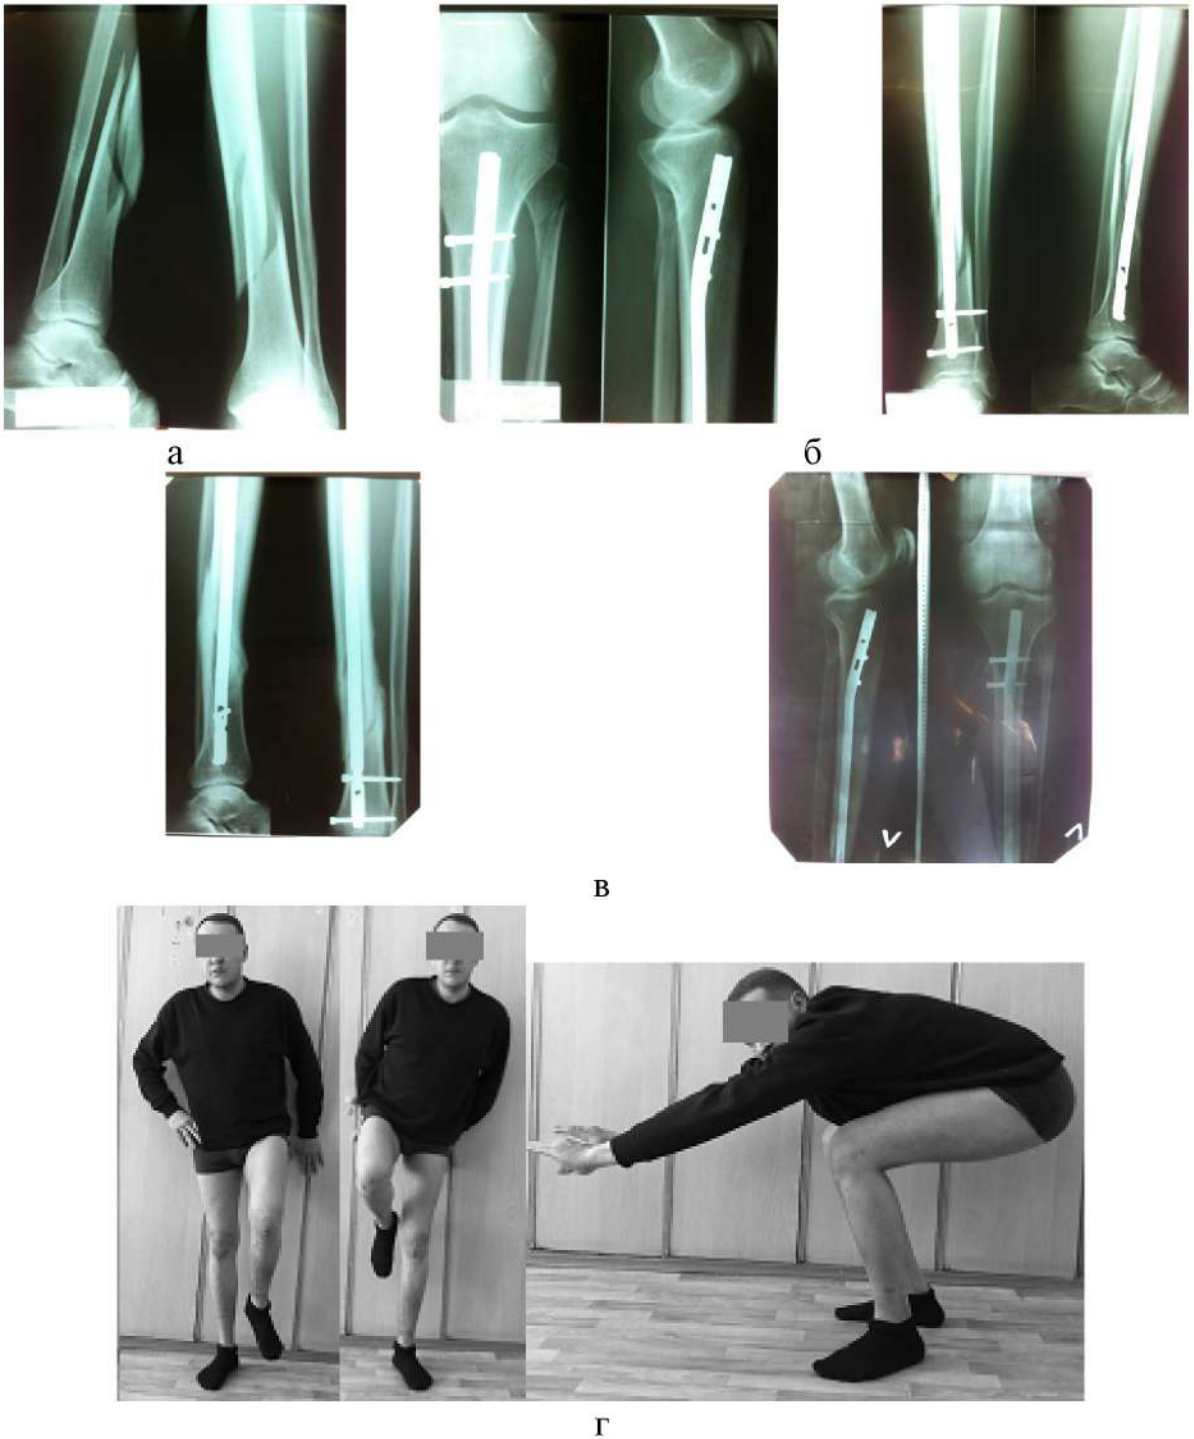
Пациент Ф., 31 лет. Группа сравнения. Закрытый перелом нижней трети правой большеберцовой кости. 43A21 по АО/ASIF. а) рентгенограмма после травмы; б) рентгенограмма после остеосинтеза; в) рентгенограмма через 5 месяцев после остеосинтеза; г) функциональные возможности через 5 месяцев после остеосинтеза. Пример демонстрирует восстановление опороспособности синтезированного сегмента, однако сохраняется болезненность в области регенерата и контрактура коленного сустава.
